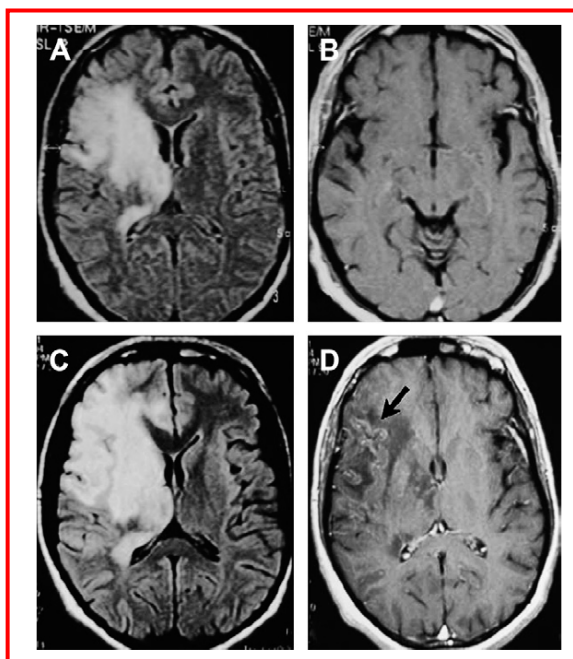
PML infiammatoria. Lesioni demielinizzate estese nel lobo fronto-parietale destro rivelate dall'imaging FLAIR (A), ma non captanti gadolinio come si osserva nell'immagine in modalità T1 (B). Lesione allargata dopo 5 settimane di trattamento con HAART rivelate dall'imaging FLAIR (C), con lesioni captanti gadolinio puntiformi (freccia) (D).
